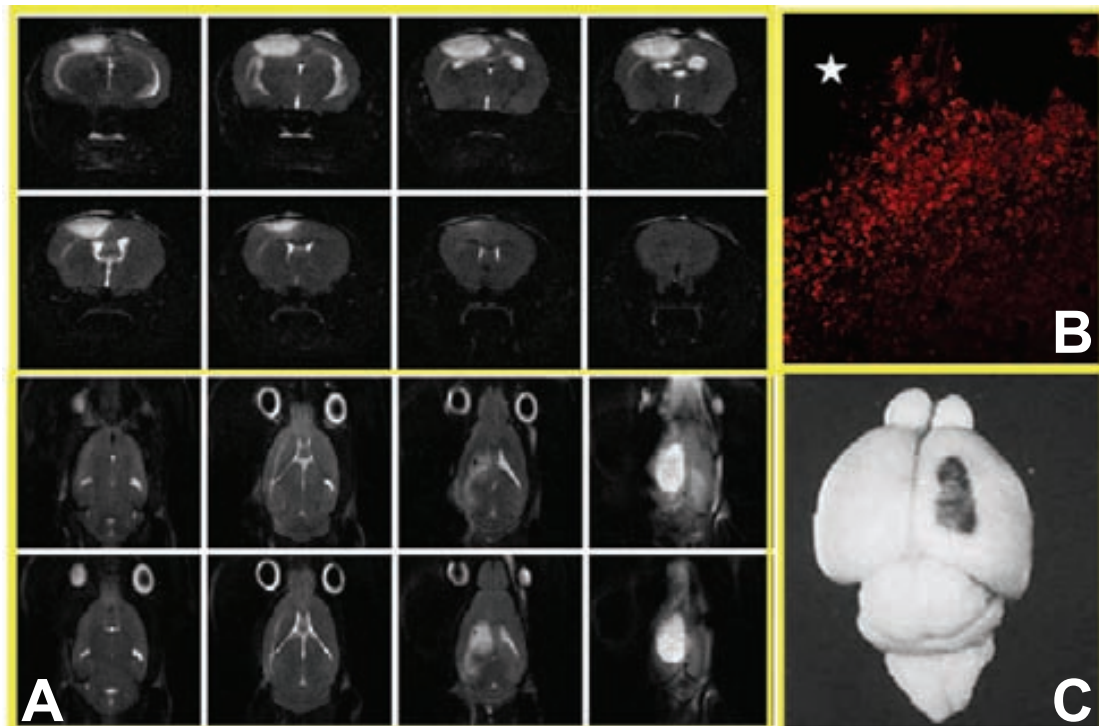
Signos característicos de la criolesión. A) Resonancia magnética nuclear (evaluación T2) de un ratón lesionado. Puede observarse el edema (áreas contrastadas) tanto a en cortes coronales como en sagitales, así como la localización y características de la lesión. Colaboración con el SeRMN-UAB. B) Microglia reactiva /macrófagos en el borde de la lesión. Tinción para la lectina, mostrando la presencia de microglia ameboide/macrófagos en el borde de la lesión (estrella). C) Rotura de la barrera hematoencefálica. Obsérvese la hemorragia en la zona de la lesión. Extraído de Penkowa y Moos, 1995.
